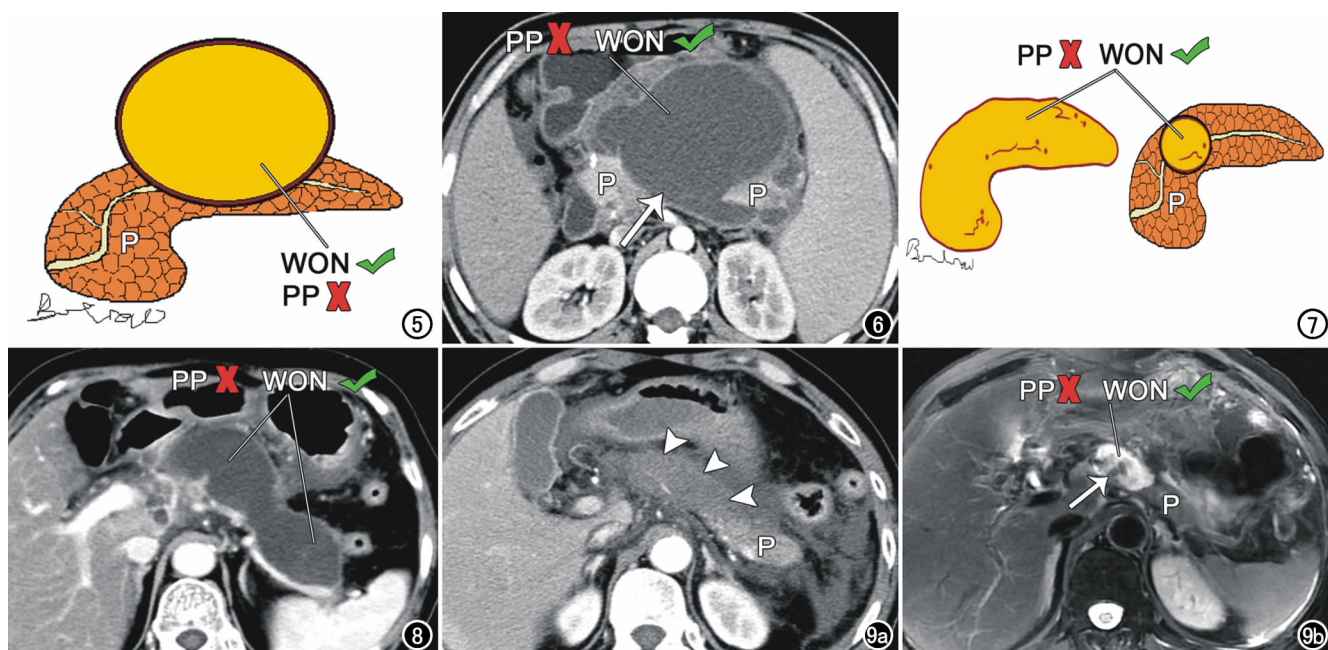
急性胰腺炎发病 4 周后出现胰外周包裹性液体积聚, 不管其内是否可见非液性成份, 一旦累及至胰腺实质内, 按照新指南分类标准, 均应诊断为 WON(胰周和胰内同时受累型), 而不是 PP。图 6 男, 65 岁, 急性胰腺炎发病后 1 月余。横轴面 CT 增强动脉晚期示网膜囊区约 $14\text{cm} \times 9\text{cm}$ 的类圆形包裹性液性占位, 密度均匀、未见非液性成份, 易误报成“PP 形成”; 注意到该病变已经延伸至胰腺体部实质内(箭), 故应诊断为 WON(胰周和胰内同时受累型)。P: 胰腺。图 7 急性胰腺炎发病 4 周后出现胰腺内的包裹性液体积聚, 无论大小(或累及整个胰腺、或是胰内较小的包裹性积液), 按照新指南分类, 均需诊断为 WON(胰内型), 而不是 PP。图 8 女, 76 岁, 急性胰腺炎发病 2 月后。横轴面 CT 增强静脉期示整个胰腺被水样密度影替代、呈包裹性, 提示全胰包裹性液化性坏死, 应诊断为 WON(胰内型), 而不是 PP。图 9 男, 66 岁, 急性胰腺炎。a) 发病后 3 天, CT 增强动脉晚期示胰腺头颈体大面积低密度影(箭), 提示坏死可能; b) 发病后 1 月余横轴面 FSE 压脂 $T_2\text{WI}$ 示胰腺颈体部包裹性液性积聚形成, 正确的诊断为: 胰内 WON 形成, 同时, 病灶内部可见非液性成份(箭)。P: 胰腺。
